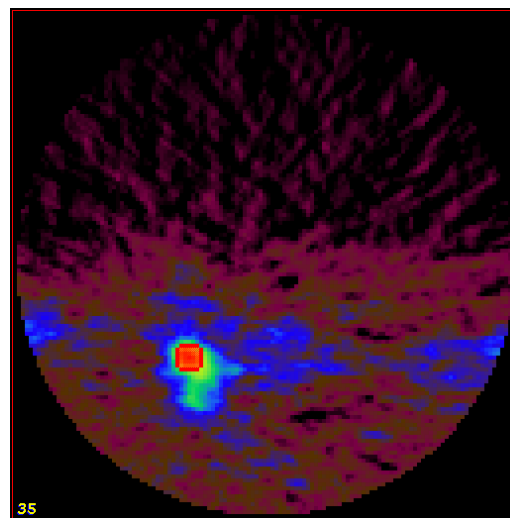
症例 3. 18-FDG-PET, Standardized Uptake Value (SUV)
